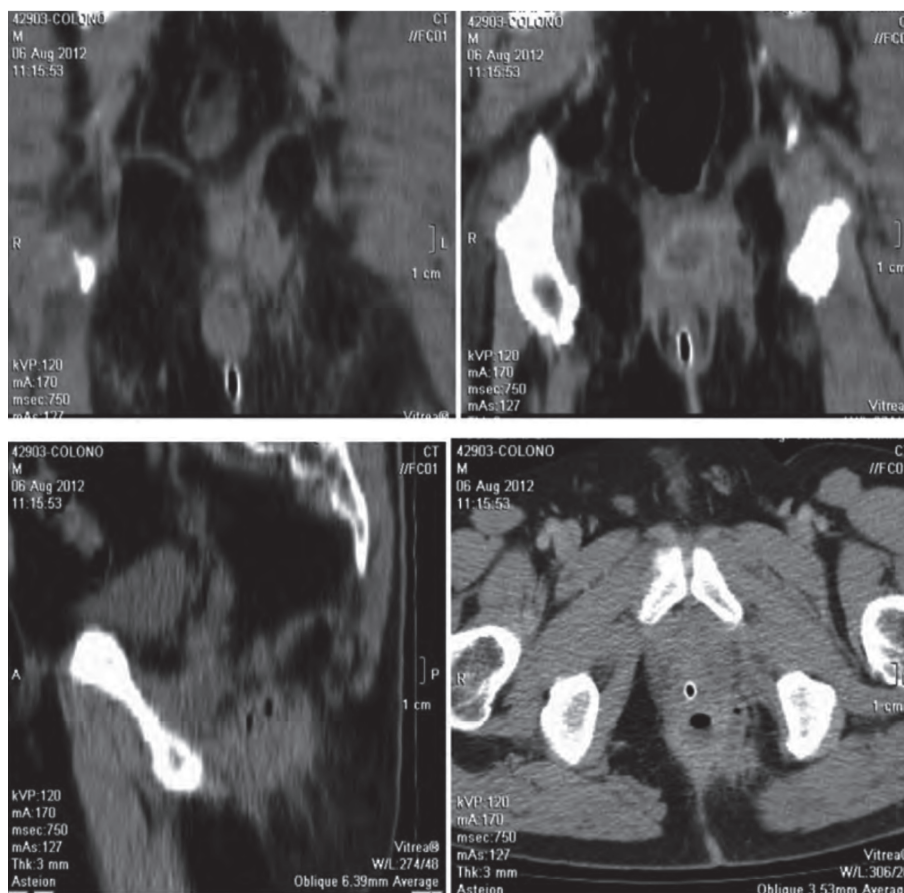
На КТ видно равномерное утолщение толстой кишки на всем ее протяжении и на ее отдельных участках.
